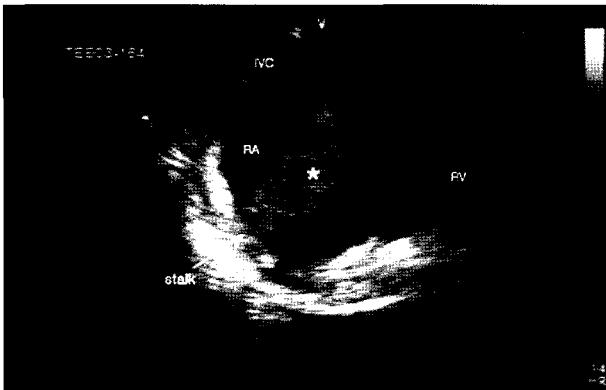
Preoperative transesophageal echocardiography. A large pedunculated mass (*) attached to the right atrial free wall. In real time, the mass was mobile (RA=Right atrium, RV=Right ventricle, IVC=Inferior vena cava).
